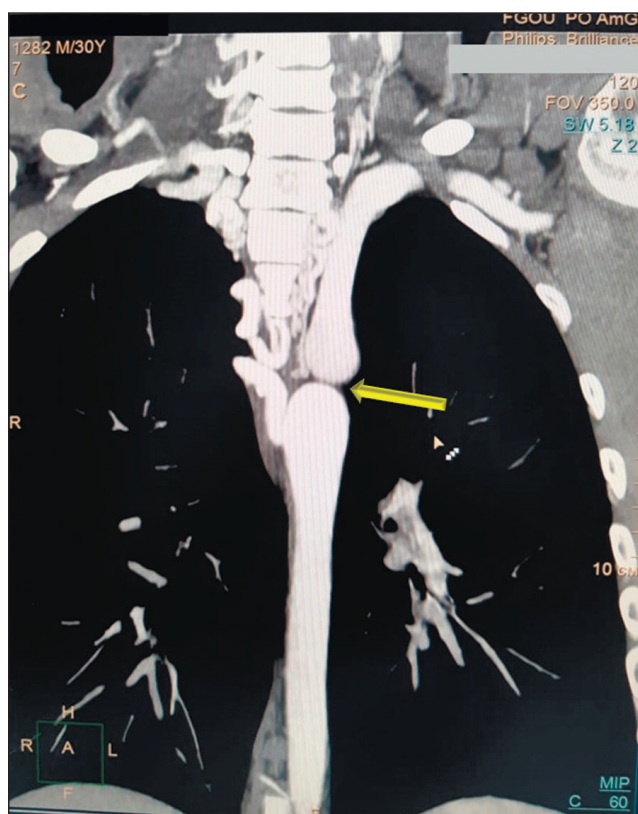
Мультиспиральная компьютерная томография. Коарктация аорты (обозначена стрелкой)
